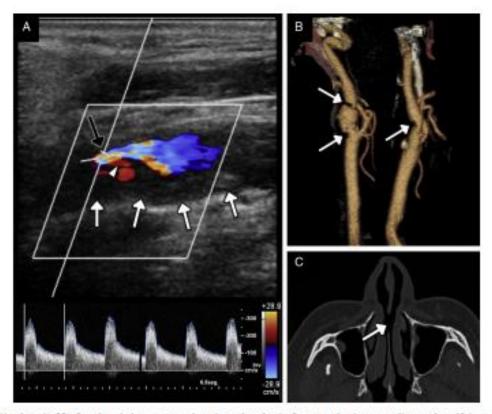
Hombre de 38 años de edad con aterosclerosis acelerada sin factores de riesgo cardiovascular clásicos, consumidor habitual de cocaina. A) Imagen de ecografia Doppler dúplex del segmento cervical de la arteria carótida interna que muestra una placa blanda relativamente homogénea (flechas blancas), de superficie irregular, con ulceración (punta de flecha), que condiciona una estenosis grave de la luz con flujo de alta velocidad turbulento (flecha negra) y velocidad pico sistólica de aproximadamente 300 cm/s. B) Reconstrucción volumétrica de TC de ambas arterias carótidas en la que se demuestra la marcada afectación ateroesclerótica bilateral (placas marcadas con flechas). C) Detalle de la imagen transversal del estudio de TC en ventana de hueso en el que se identifica la perforación del tabique nasal (flecha).
